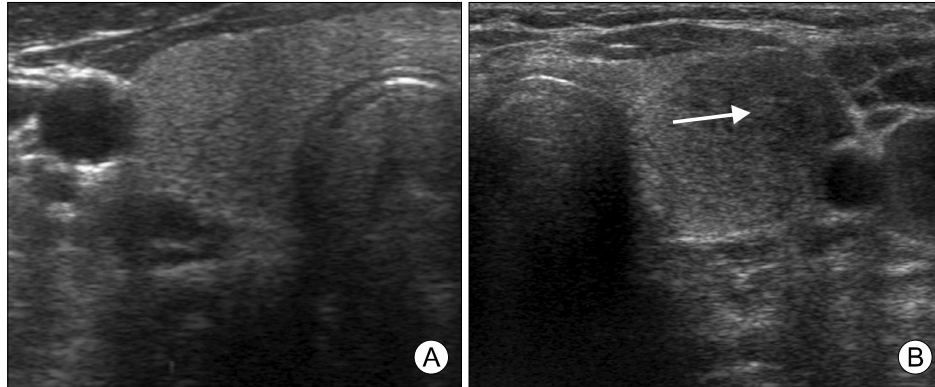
Thyroid ultrasound in transverse view showed a homogeneous parenchyma of the right lobe (A) and a heterogeneous hypoechoic area of the left lobe (arrow, B) during a local clinic visit.
